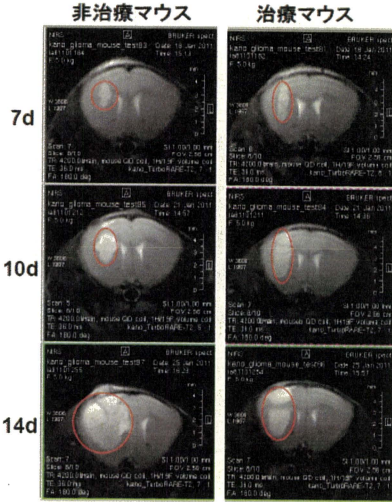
TGF- β 阻害剤とDACHPt内包ミセルの併用治療後のSR-B10.A同所移植モデルのMRI
